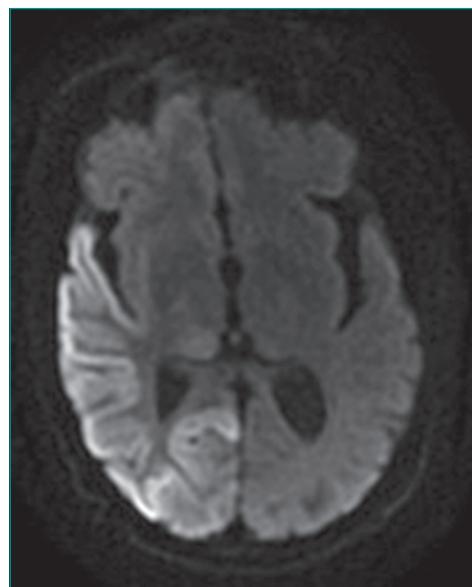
IRM cérébrale en coupe axiale en séquence de diffusion : restriction de la diffusion au niveau de la lésion qui apparaît en hypersignal.
